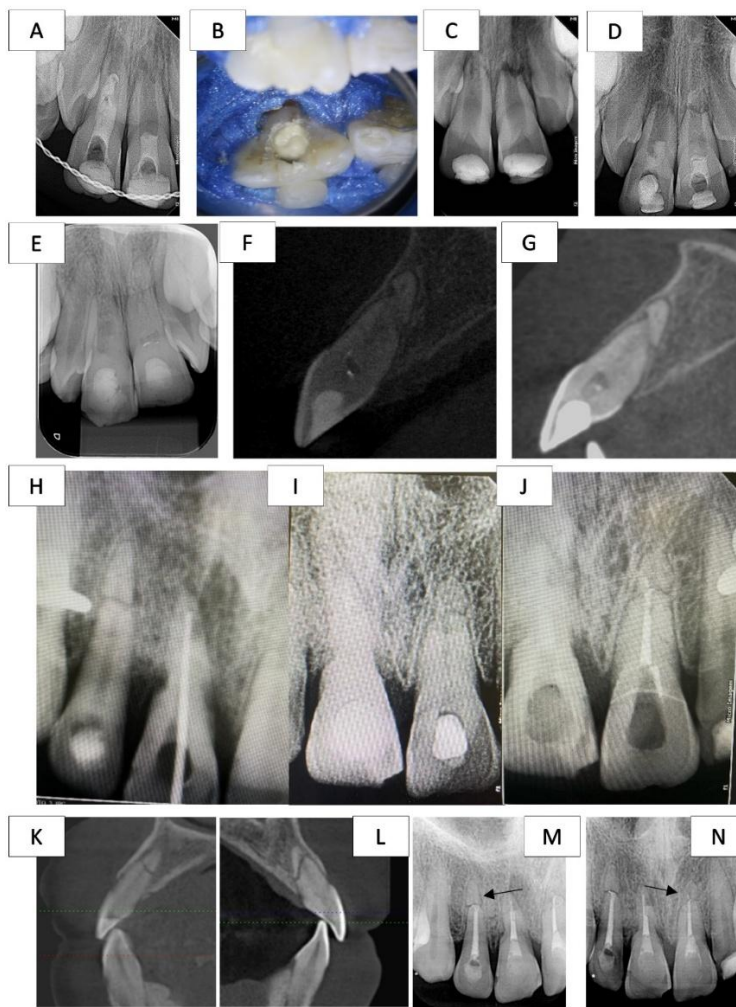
A- Radiografia inicial dente 21. B- Radiografia imediatamente após a pulpotomia realizada em dente 21; C- Imagem clínica do cimento Biodentine® na porção coronal, durante a pulpotomia; D- Imagem radiográfica de proervação de 6 meses. E- Proervação 24 meses: raio-x periapical; F- Proervação 24 meses: corte tomográfico sagital identificado a calcificação do conduto e ponte de dentina entre fragmento e restante do conduto; G- Proervação 36 meses: corte tomográfico sagital apresenta evolução semelhante ao que foi identificado aos 24 meses, sem presença de lesão periapical. H- Radiografia inicial ilustrando fratura apical dente 12; I- Radiografia final após obturação do terço cervical e médio; eRadiografia inicial ilustrando fratura apical dente 21; J- Radiografia final após obturação do terço cervical e médio. K- Corte tomográfico do dente 12; L- Corte tomográfico do dente 21. Setas vermelhas indicam a presença de fratura radicular. Radiografia final após obturação dos dentes 12 (M) e 21 (N)
